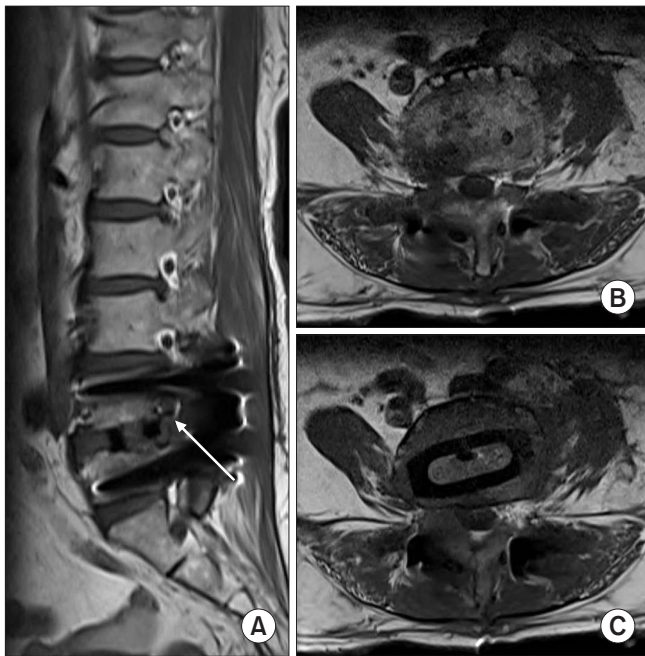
Postoperative T1-weighted magnetic resonance imagings. Right L4–5 neural foramen is severe narrowed (A, white arrow) and L4 nerve root is compressed even though after surgery (B). (C) Interbody cage is located diagonally with direction from left anterior entry point to right posterior near right neural foramen.
